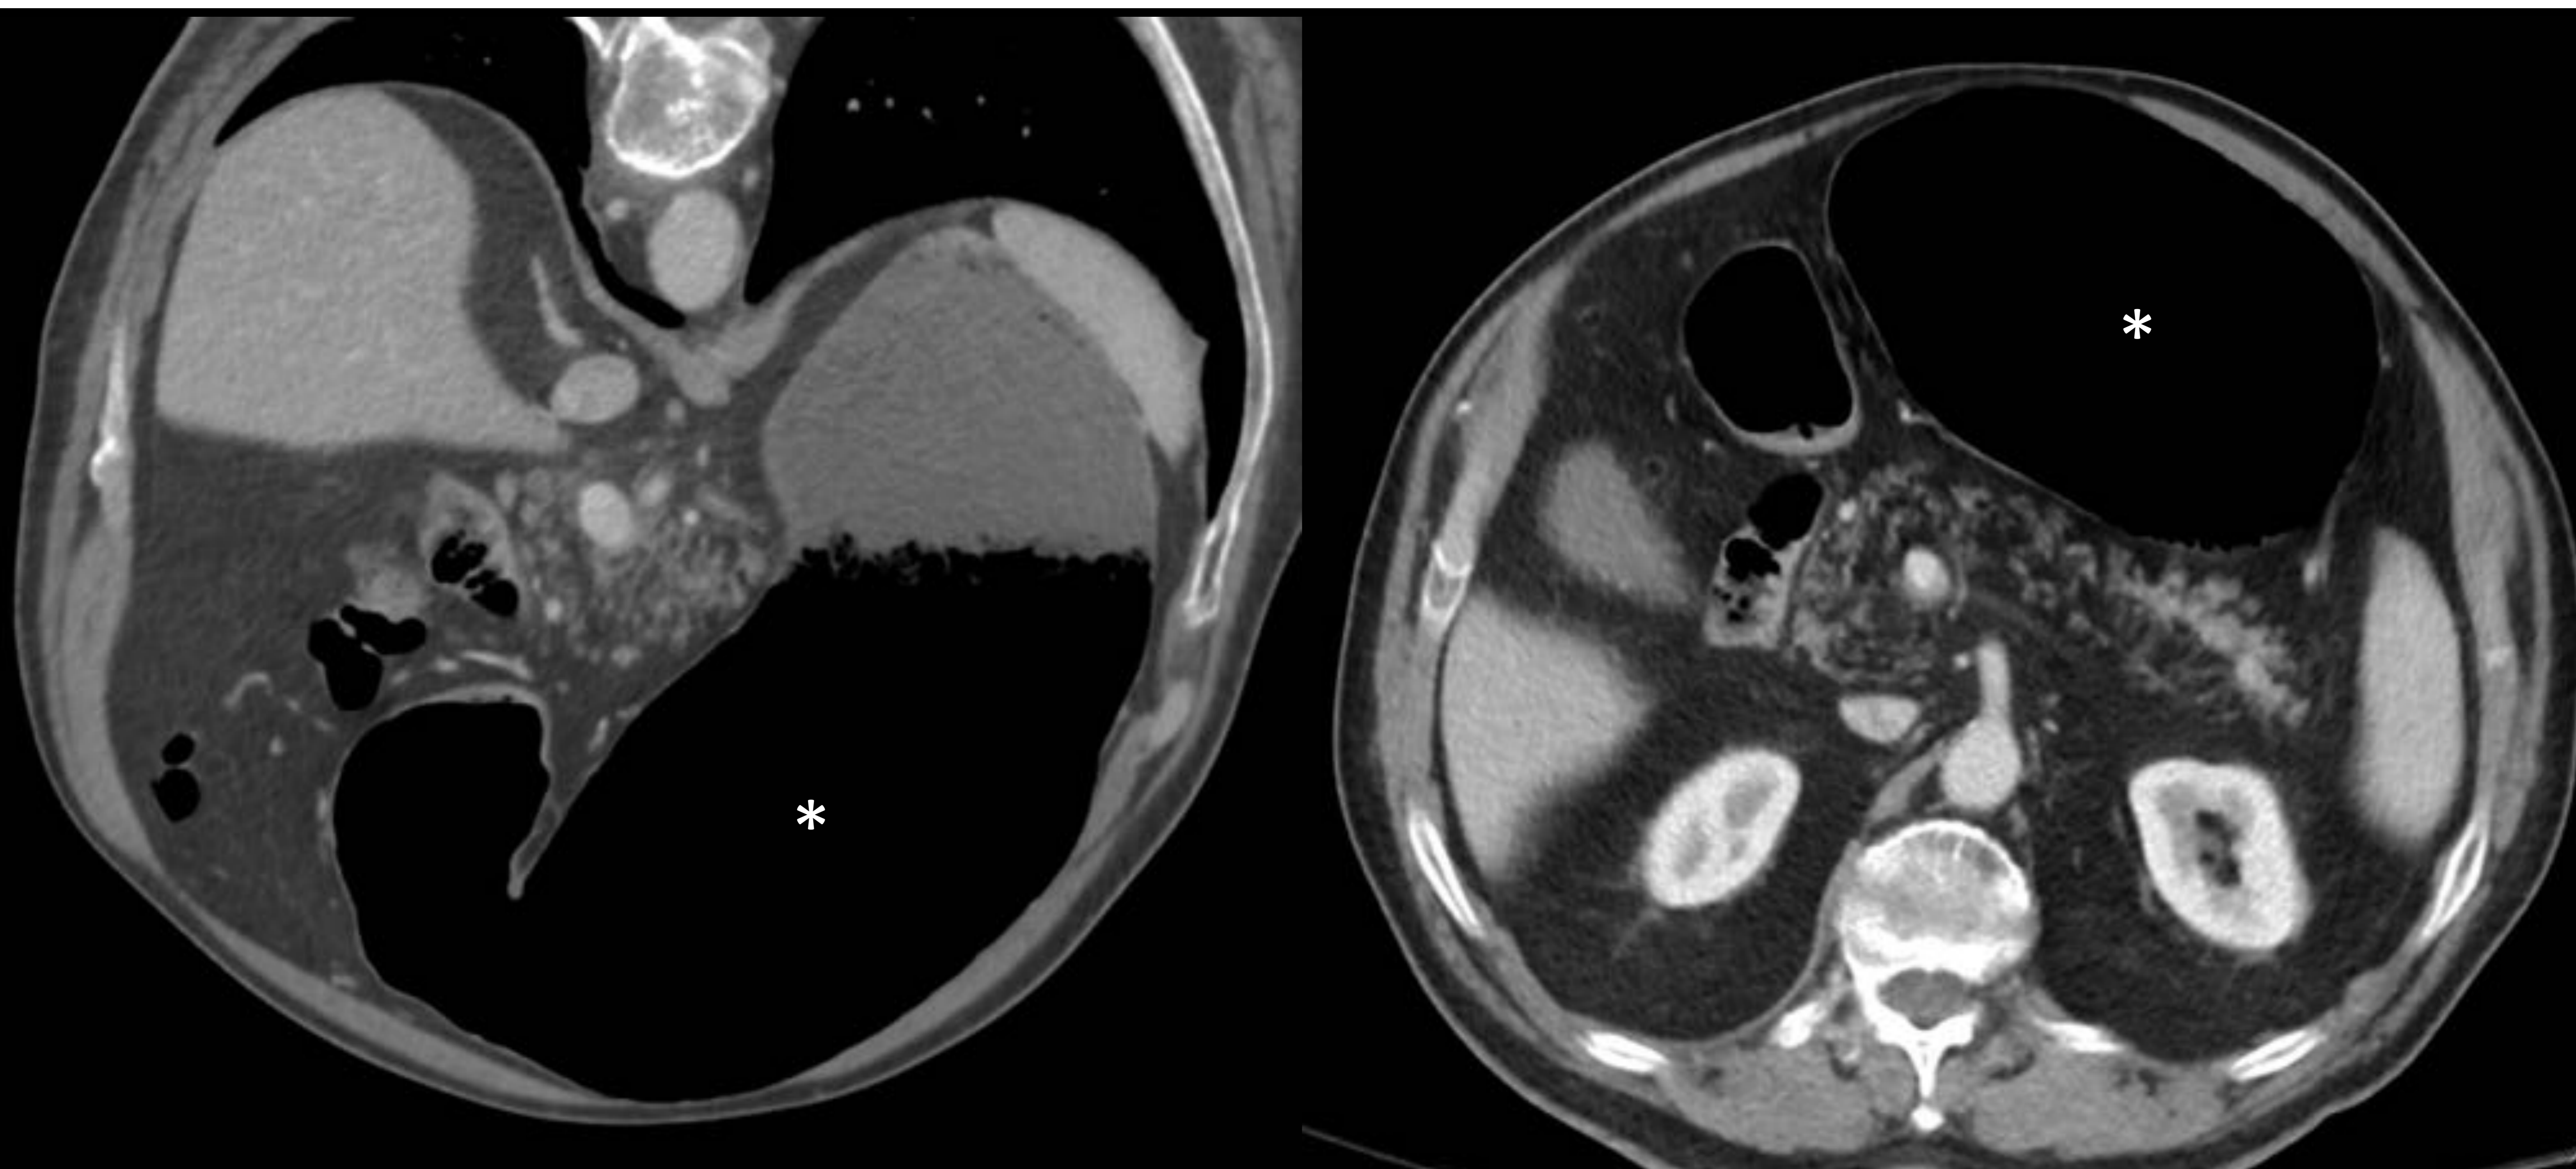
Varón de 84 con enfermedad de Parkinson e ingreso prolongado por infección urinaria con distensión abdominal y sospecha de obstrucción. Imágenes de TC abdominal coronal oblicuo (izquierda) y axial (derecha). Se aprecia una marcada dilatación de la cámara gástrica a expensas de contenido aéreo (asteriscos), sin engrosamientos patológicos parietales, realces anómalos de contraste, ni cambios inflamatorios en la grasa o cambios bruscos de calibre. Estos hallazgos son sugestivos de gastroparesia. El paciente estaba bajo tratamiento con opioides.
